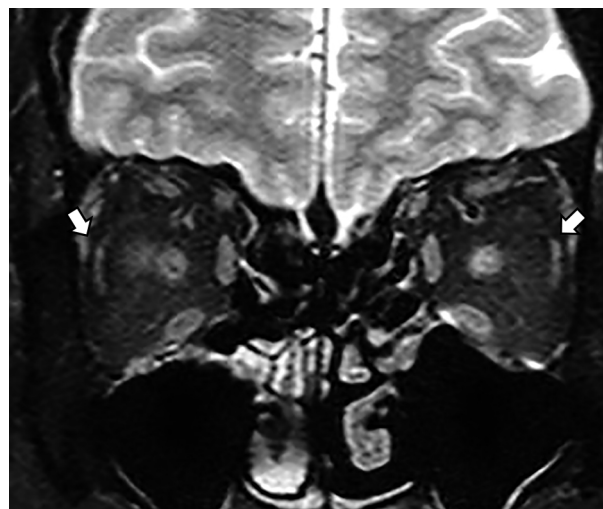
MRI of the orbit.
